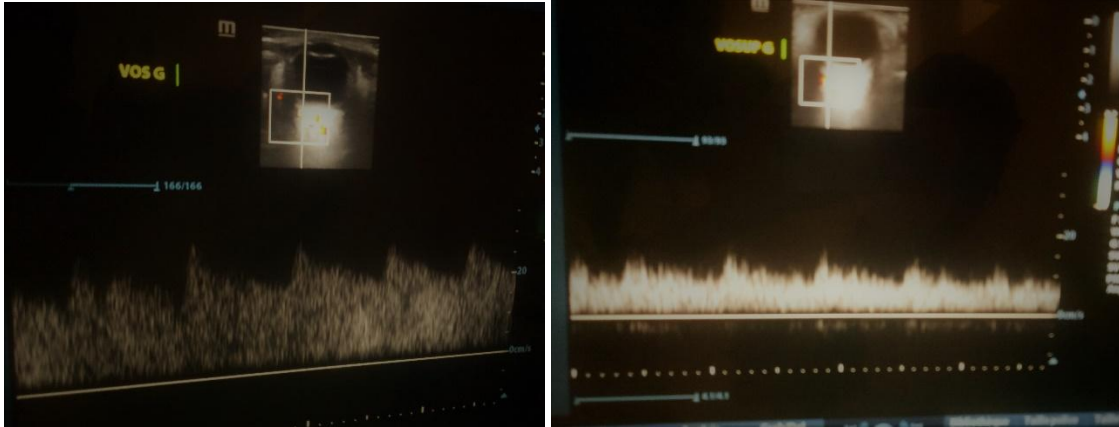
doppler trans oculaire gauche objectivant une inversion du flux et artérialisation de la veine ophtalmique supérieure gauche
